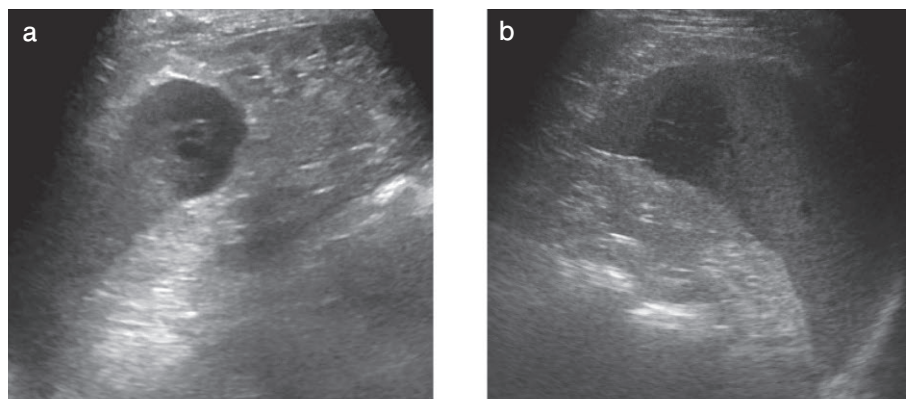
脾臓の頭部腹側に 4 cm 大の低エコー結節を認める。境界は比較的明瞭で、内部は無エコー域が混在している。明らかな血流は指摘できない。
